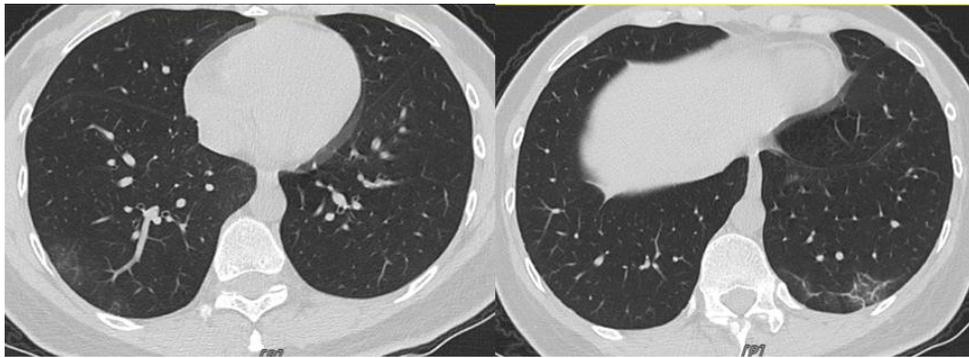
2020 年 2 月 7 日胸部 CT 影像图
